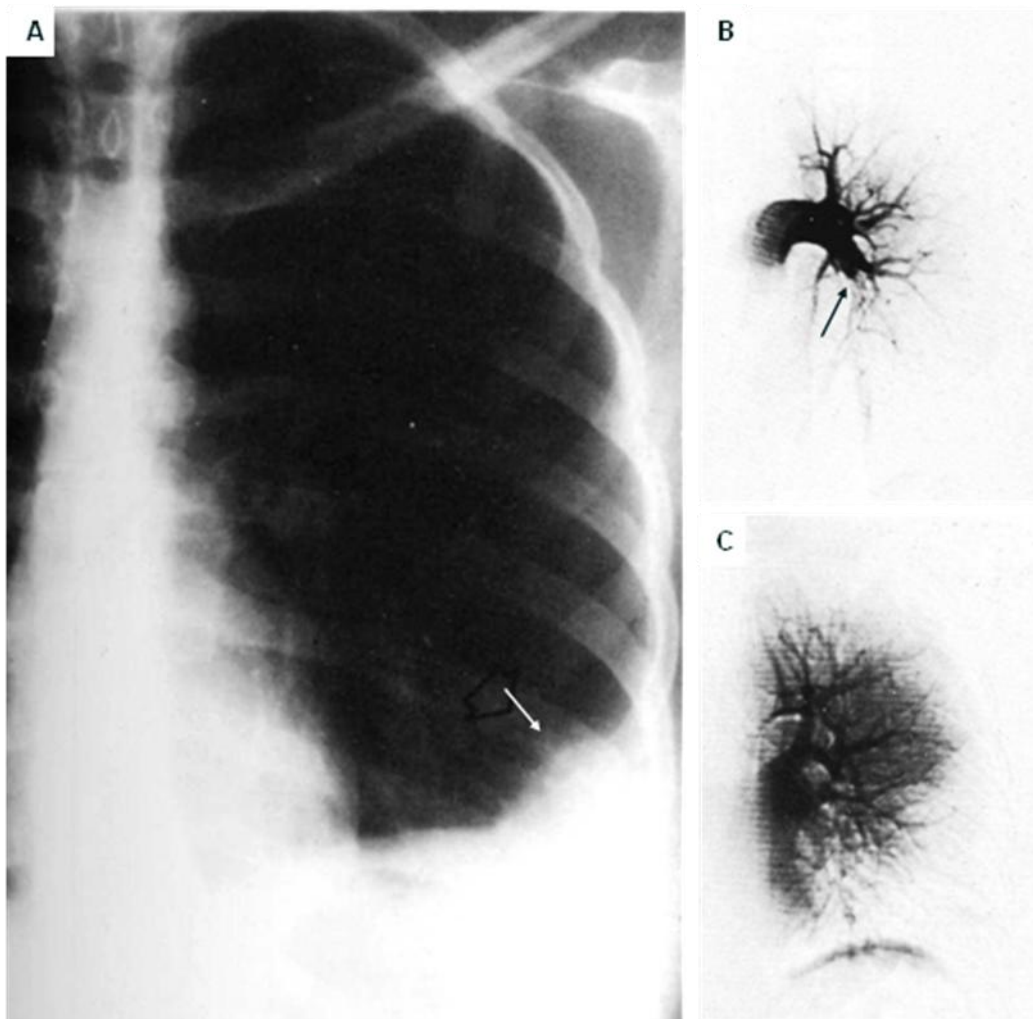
28. A. Radiografía PA de tórax, paciente con infarto pulmonar, hay una lesión en la periferia de la base del pulmón izquierdo que ocupa el ángulo costofrénico en forma de cúpula o de joroba con base pleural (flecha). B. Arteriografía pulmonar del mismo paciente, en fase precoz hay ausencia de contraste en una de las ramas inferiores de la arteria pulmonar izquierda (flecha). C. La fase capilar muestra la base del pulmón izquierdo no perfundida.
